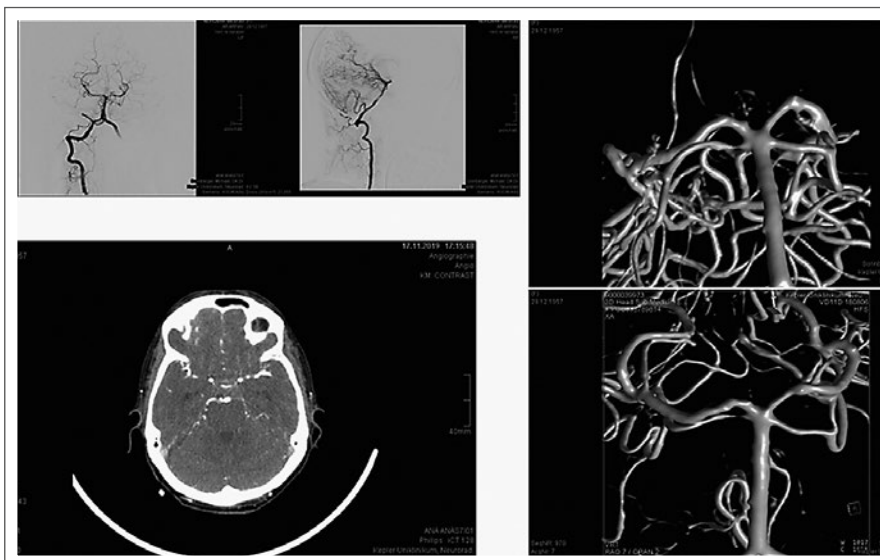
Fallbericht: CTA und DSA nach Rezidiv
